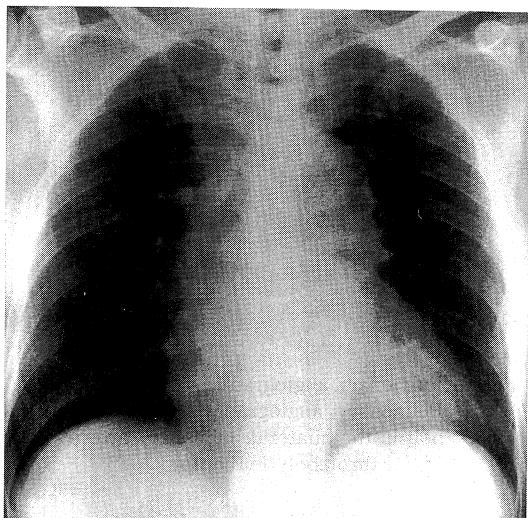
Chest X-ray film on admission.
